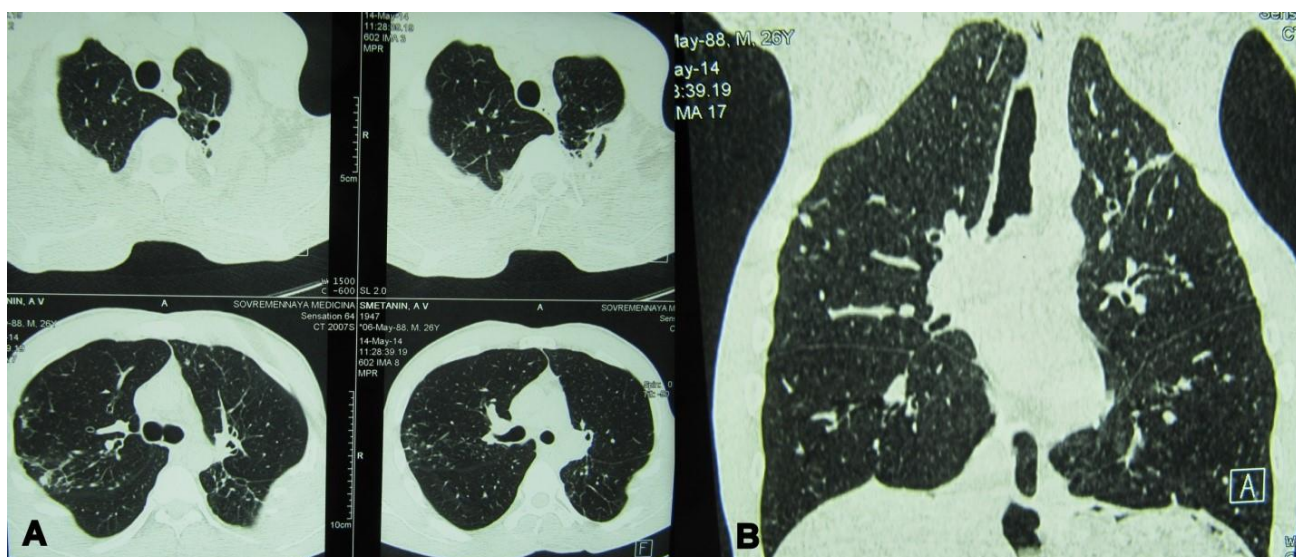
Компьютерные томограммы пациента С. через 5 месяцев после двусторонних ВАТС торакопластик. Отмечается закрытие полостей деструкции и значительное рассасывание очагов в легких
